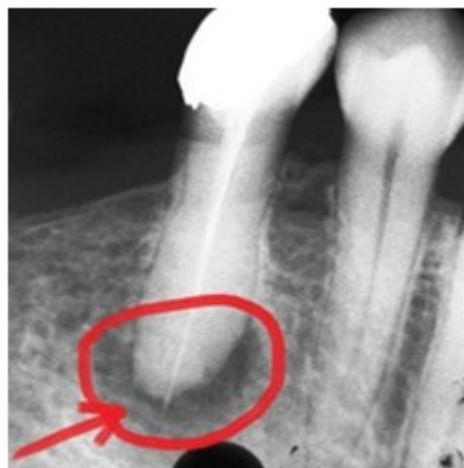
Imagen radiográfica que muestra la lesión periapical y sobreobtención del conducto radicular.
